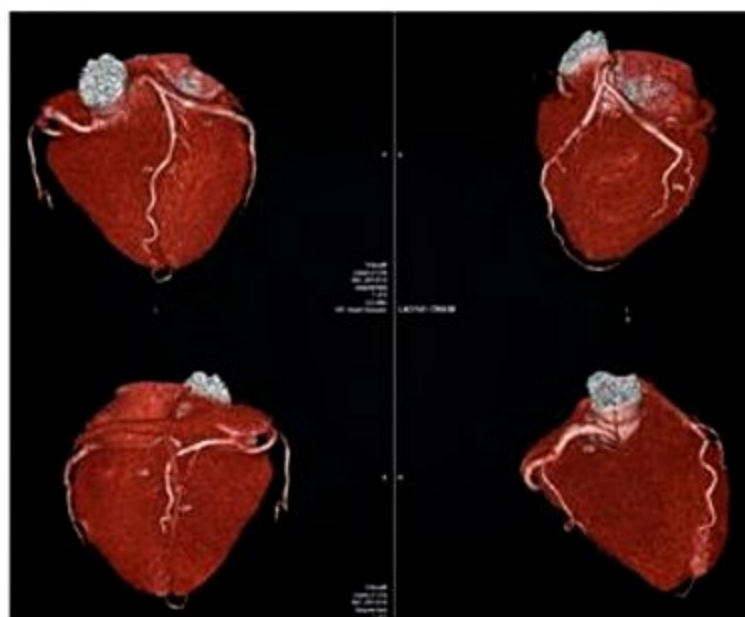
Angiotomografia de coronárias mostrando a anatomia tridimensional. Reconstruções tridimensionais.
